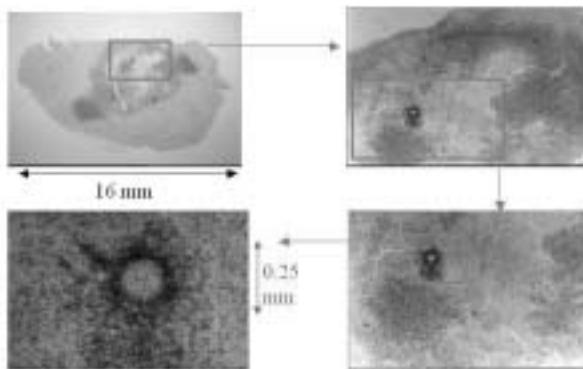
Radiografia neutronica di un nodulo metastatico prelevato dal paziente durante l'infusione di BPA; successivi ingrandimenti di una zona in cui è messa in evidenza una piccola metastasi (qualche decimo di  $\mu\text{m}$  di diametro); questa sequenza mostra come il  $^{10}\text{B}$  sia in grado di raggiungere anche metastasi molto piccole; la BNCT, quindi, è in grado di curare anche metastasi che gli attuali mezzi diagnostici non sono in grado di mettere in evidenza.
